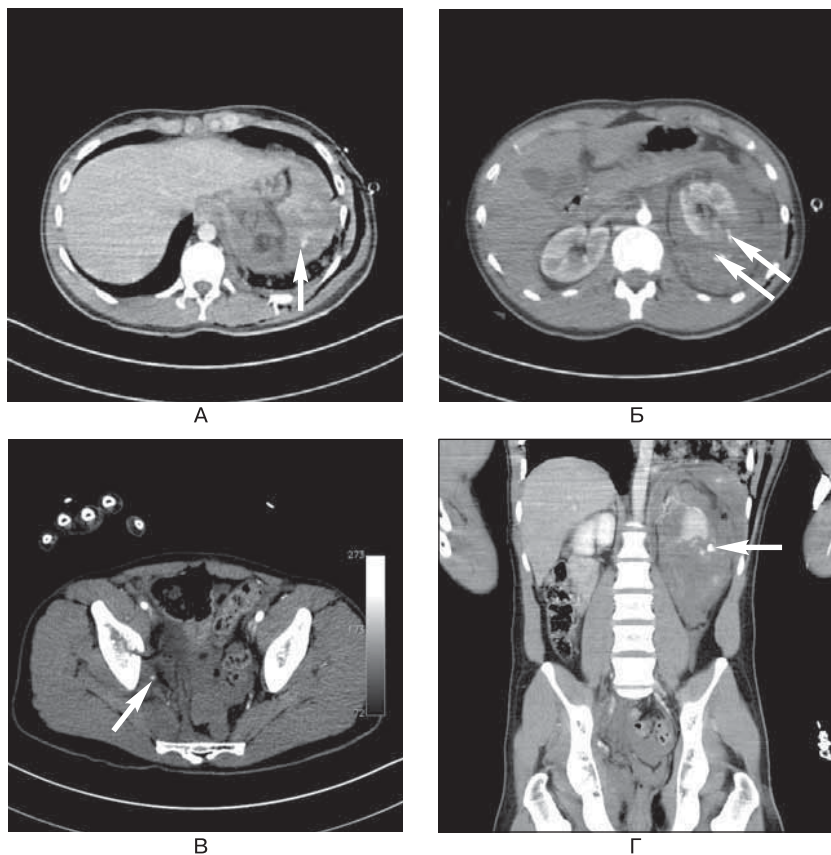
Мультифокальные повреждения, являющиеся результатом автодорожной аварии. (А) Гипоперфузия селезенки, возможно, отражающая повреждение ее ножки. Активное селезеночное паренхиматозное кровотечение, проявляющееся фокусом высокой плотности (*стрелка*), сравнимым по плотности с аортой. (Б) Разрыв левой почки с последующей активной экстравазацией контраста (*стрелки*) и большой околопочечной гематомой. (В) Гематома таза и кровотечение из источника, расположенного рядом с переломом подвздошной кости (*стрелка*). (Г) Изображение во фронтальной плоскости, подтверждающее локализацию источников почечного и тазового кровотечения (*стрелки*). Сопоставьте плотность селезеночного усиления с таковой печени.
